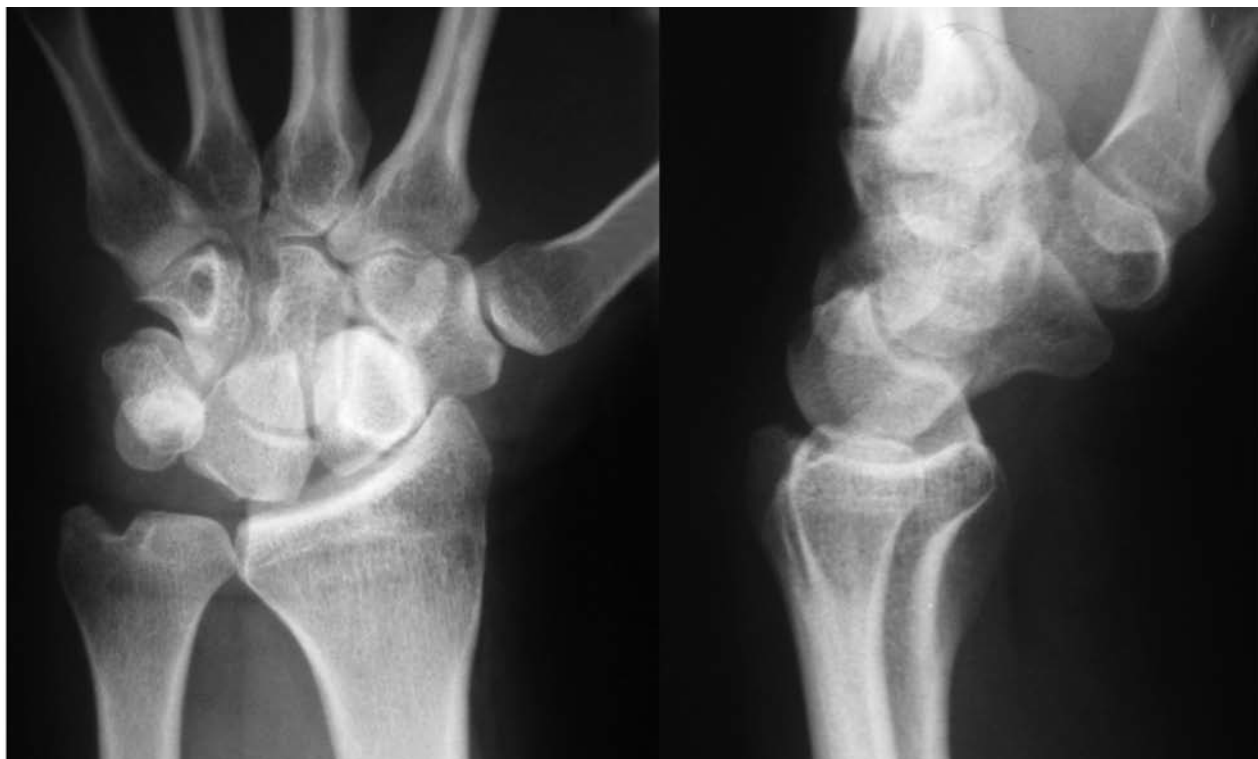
Studio radiografico standard del polso sinistro di una paziente con CIND palmare. La filiera prossimale del carpo è flessa nella proiezione PA mostrando il tipico segno dell'anello, inoltre l'apice posteriore del semilunare è ruotato distalmente con la tipica immagine cosiddetta "moon-like". Nella proiezione in LL standard c'è un aspetto in VISI del semilunare.
